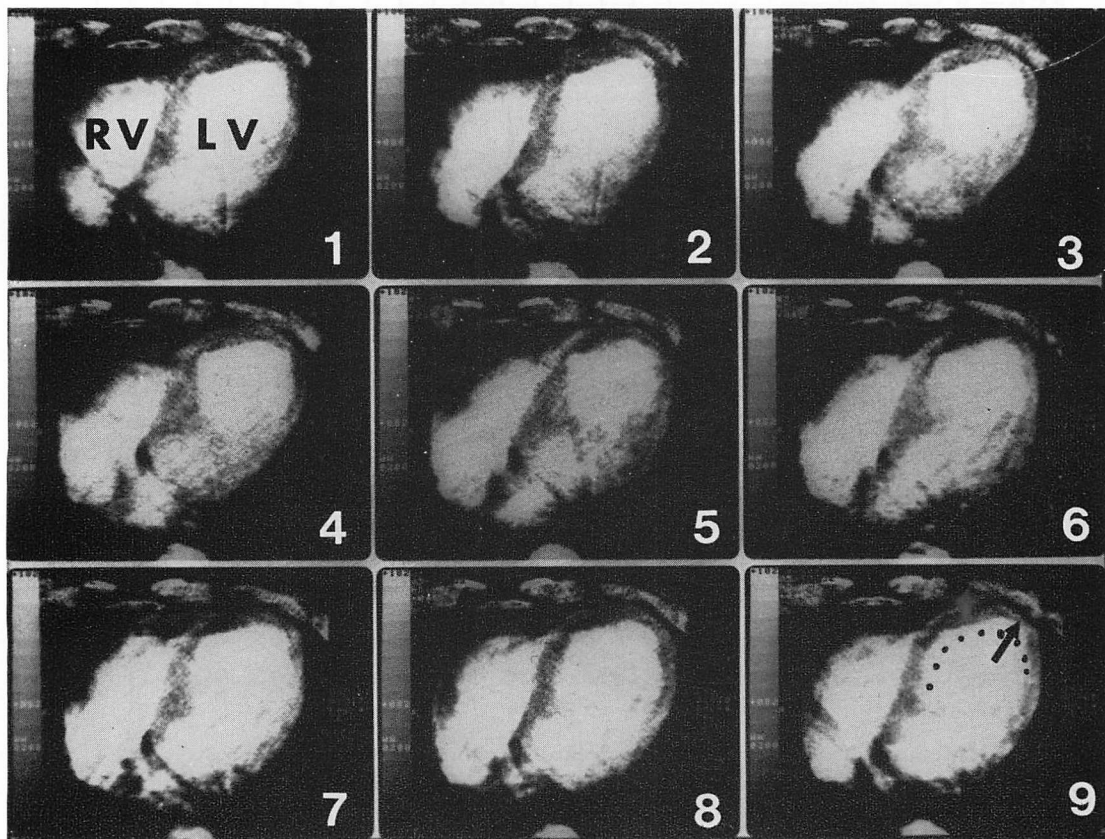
Nine sequential phases of CT images of a patient with anteroseptal myocardial infarction covering one cardiac cycle.
